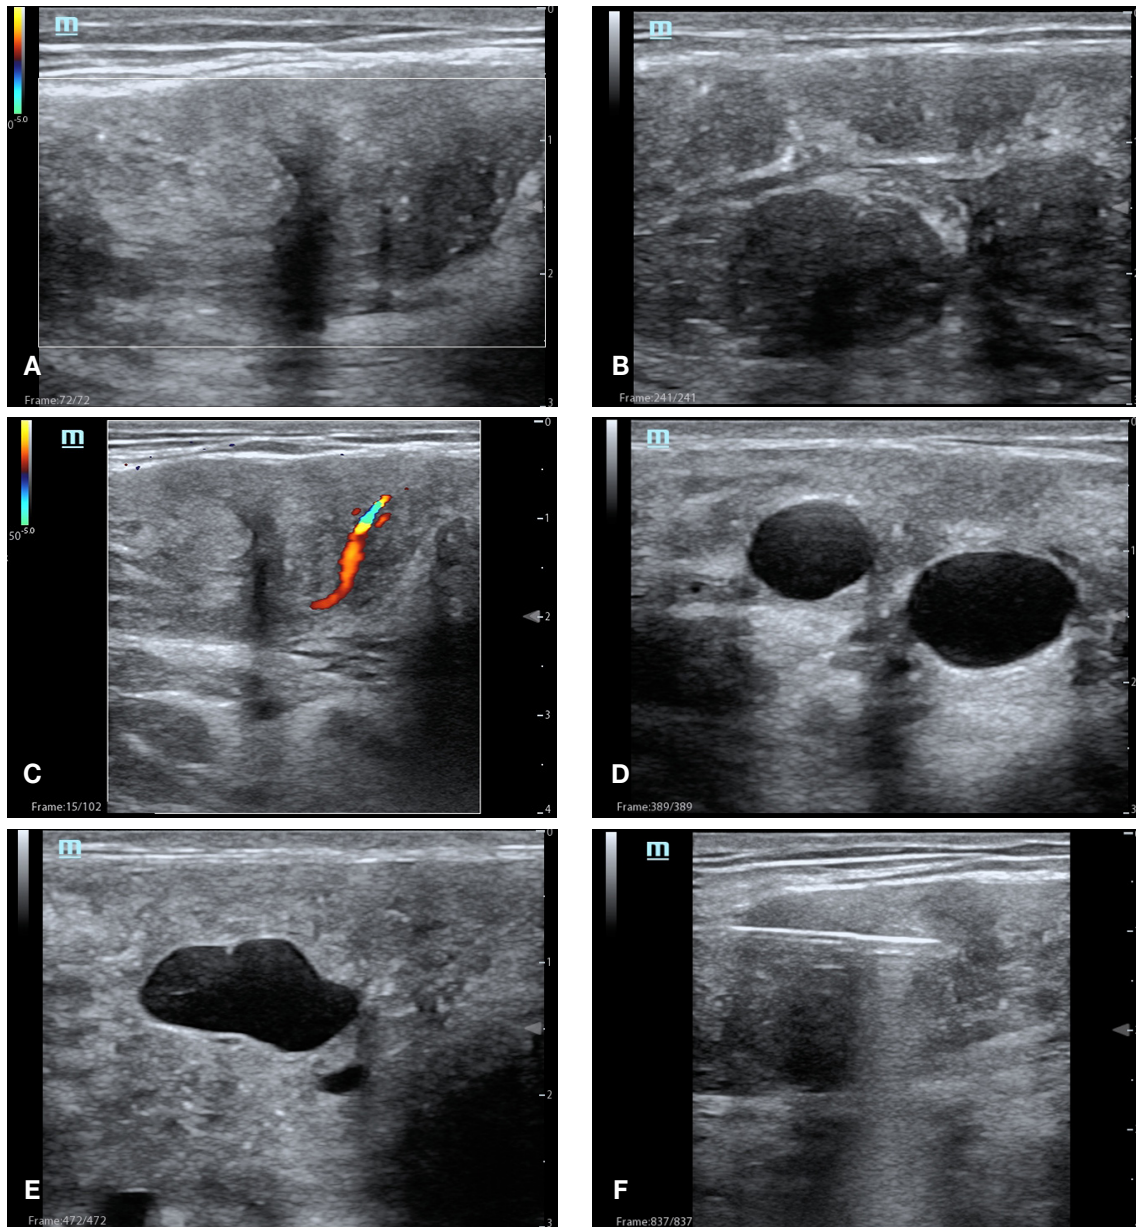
Ultrasonido Mamario: A-B-C: Demuestra masas sólidas múltiples de distribución difusa en toda la mama derecha con vascularidad central. D-E: Como otro hallazgo también se evidencia la presencia de lesiones quísticas interpuestas con las áreas sólidas de la masa tumoral derecha. F: Biopsia core con aguja 14G con guía de ultrasonido.
